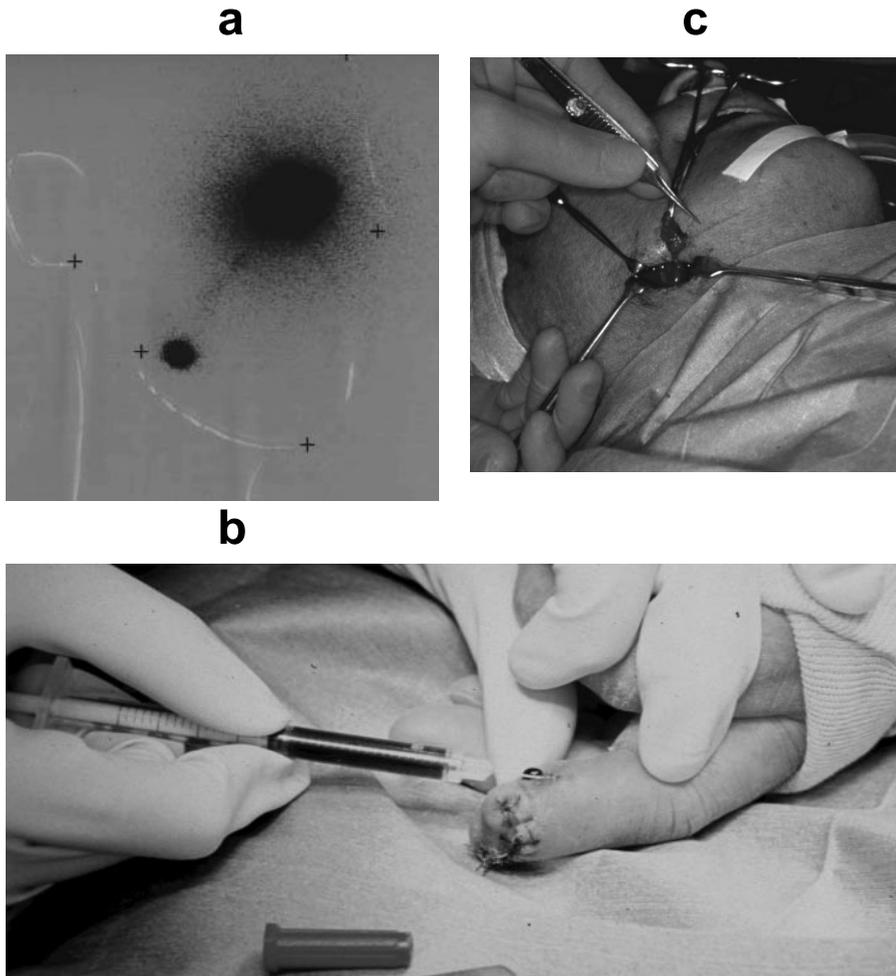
手術前日に ^{99m}Tc -スズコロイドを腫瘍周囲皮内 4ヶ所に投与し、約 30 分後に lymphoscintigraphy にて撮影した。白線は患者頭頸部の輪郭を示す。右上の集積は原発巣周囲皮内への RI 投与によるもの、左下の集積は、右顎下腺周囲リンパ節 1 個への集積を示す。
